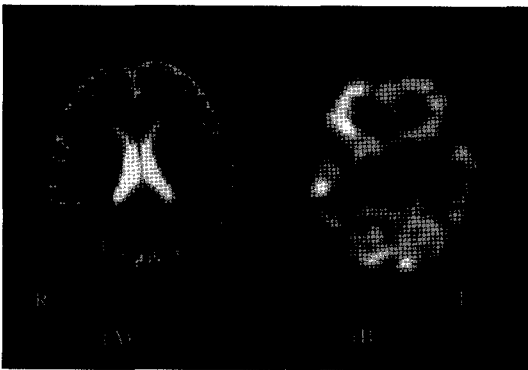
Ictal SPECT in neocortical epilepsy. (A) Normal MRI. (B) Right frontal hyperperfusion.
